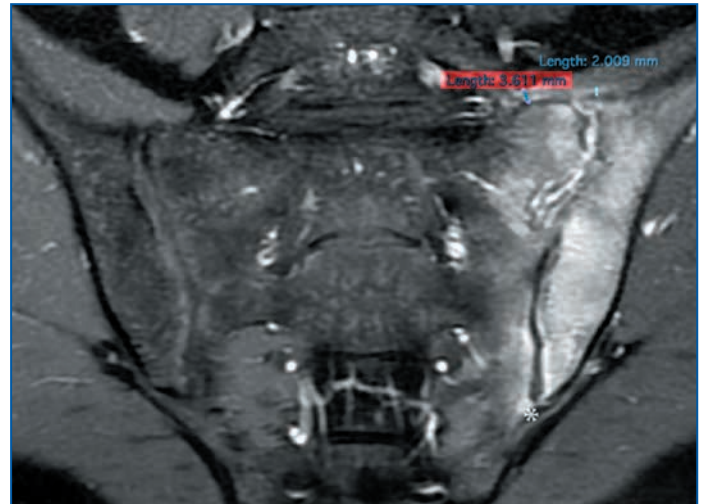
Данные МРТ КПС пациента в полукоронарной проекции В (ИП T1 FatSat).
